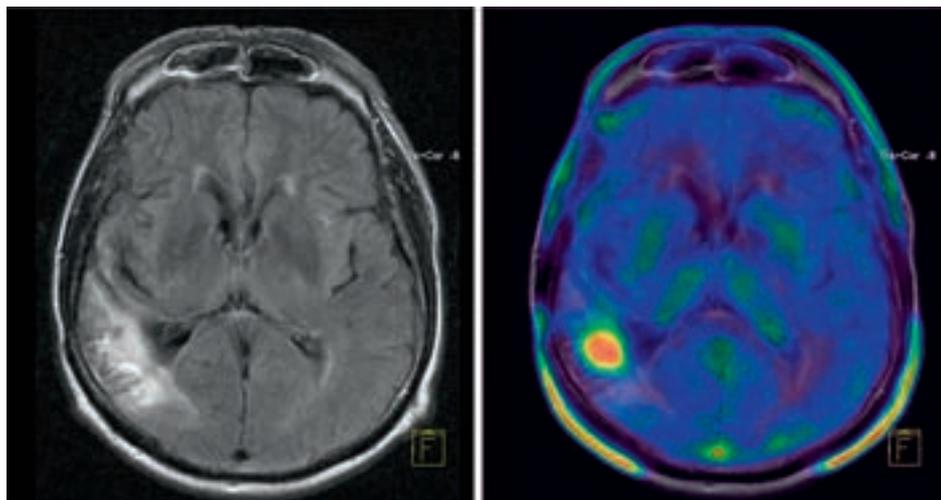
Transaxiales MRT (links) und F-18-Ethyltyrosin-PET/CT (rechts) in transaxialer Schnittführung bei einem Patienten mit Glioblastom in der Nachsorge nach Operation und Bestrahlung. Die lokal deutlich erhöhte Aminosäuretransportrate entspricht einem Rezidivtumor.
